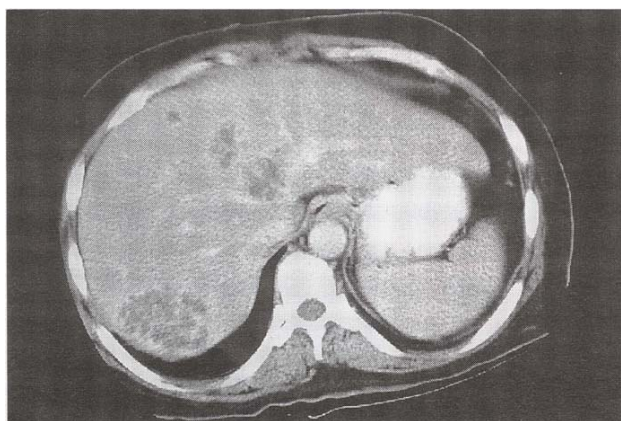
Abdominal CT scan shows multiple low-attenuated lesions with peripheral enhancement in left medial segment and right lobe of liver.
